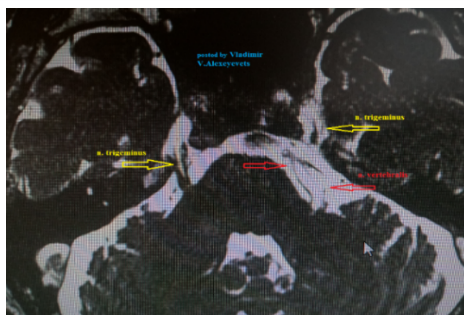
Нейроваскулярный конфликт n. trigeminus и a. vertebralis (МРТ)
